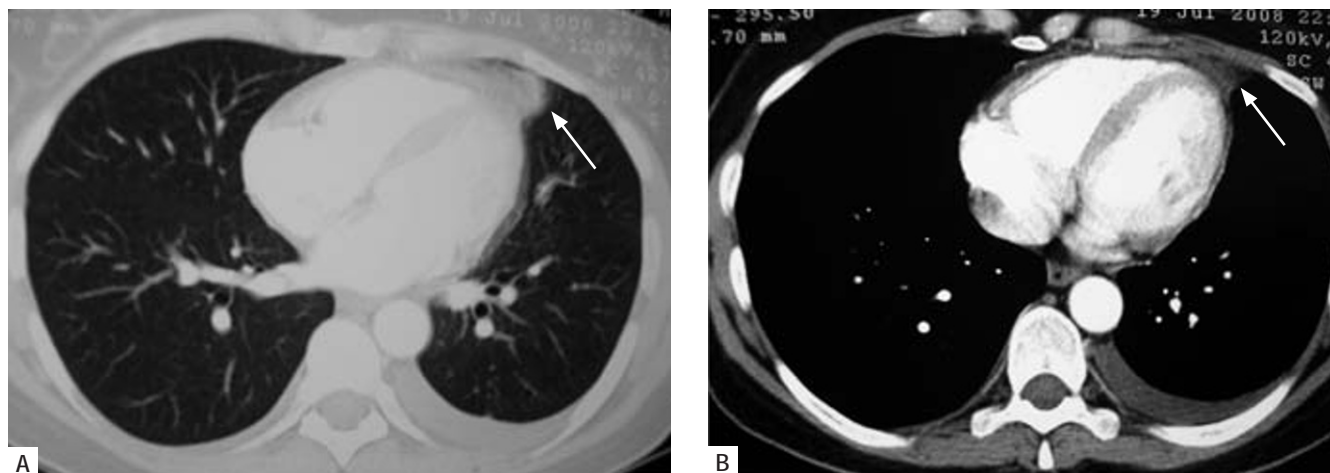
Corte de TC de tórax em janela do parênquima pulmonar (A) e em janela mediastínica (B), que revelou espessamento do pericárdio e densificação da gordura epipericárdica (seta)
